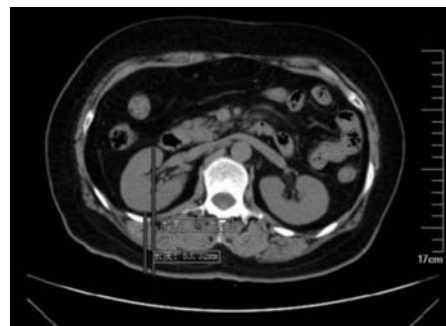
CT 测量肾脏深度的方法,取肾脏前后表面到后背体表皮肤的垂直距离的平均值
